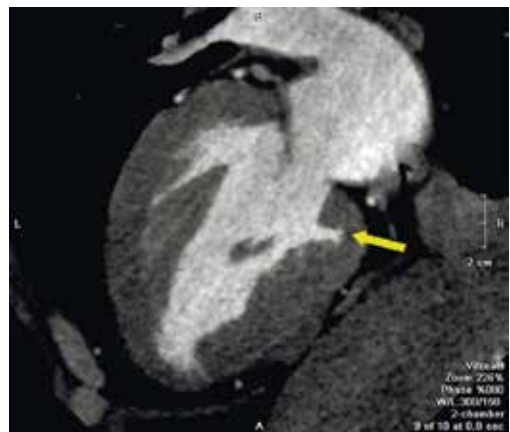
Двокамерне КТ-зображення серця по довгій осі, де візуалізується заглиблення (позначене стрілкою) в компактному міокарді в нижньоперегородковому сегменті на базальному рівні в кінці діастоли (крипта) у пацієнта з обструктивною формою ГКМП
